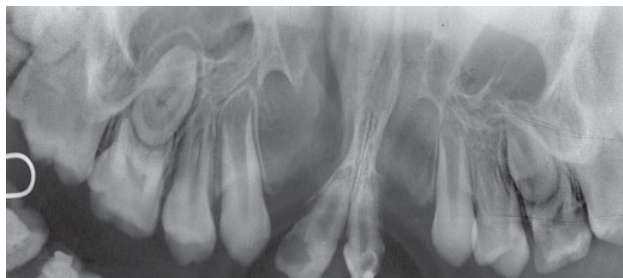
Увеличенная панорамная рентгенография верхней челюсти. Определяется двусторонний колбовидный дефект альвеолярного отростка между зубами 1.1–1.3 и 2.1–2.3 с распространением на твердое небо. Отмечается отсутствие зубов 1.2, 2.2
